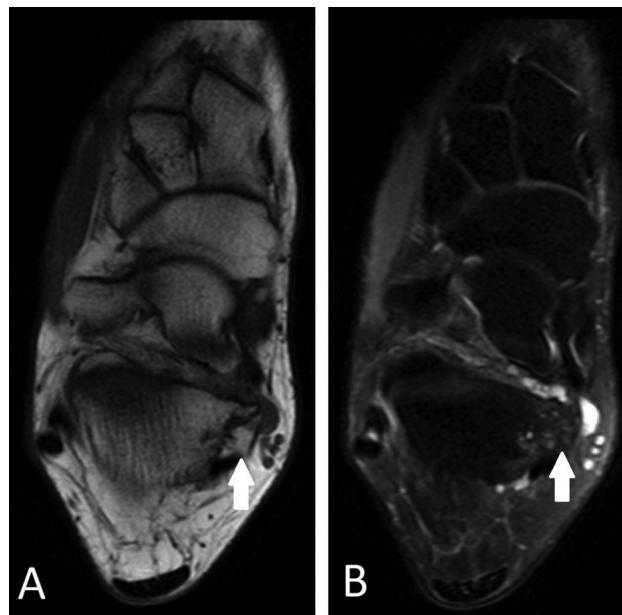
RM do tornozelo direito da paciente no corte axial na sequência T1 em A e na sequência T2 FAT SAT em B demonstrando coalizão talo-calcânea com *Os sustentaculum* (setas brancas).
